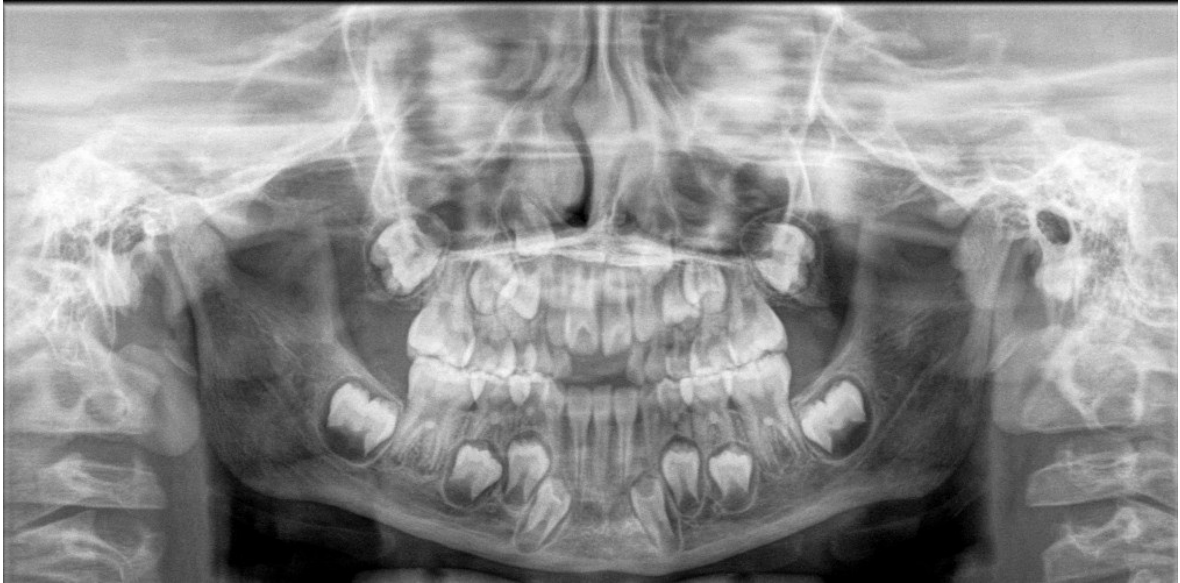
Radiografía Panorámica cuyas estructuras están desplazadas hacia el lado bucal
